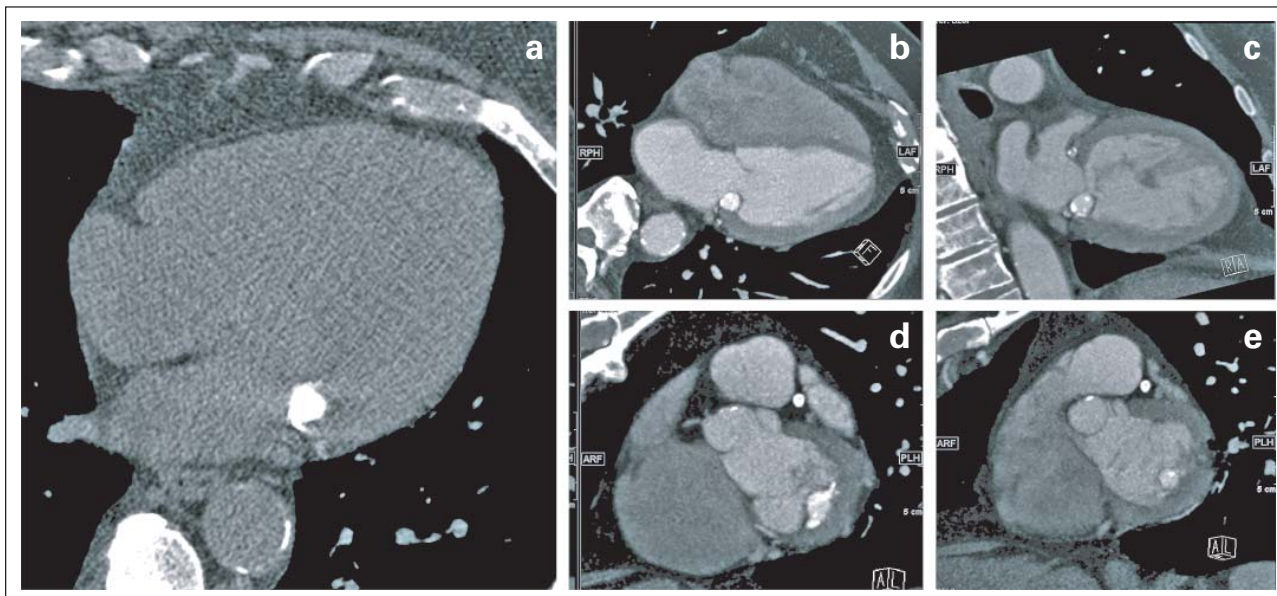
Mehrzeilen-Computertomographie. Große, scharf begrenzte, native hyperdense Raumforderung im Bereich des posterioren Mitralklappenrings ohne messbares Kontrastmittelenhancement
